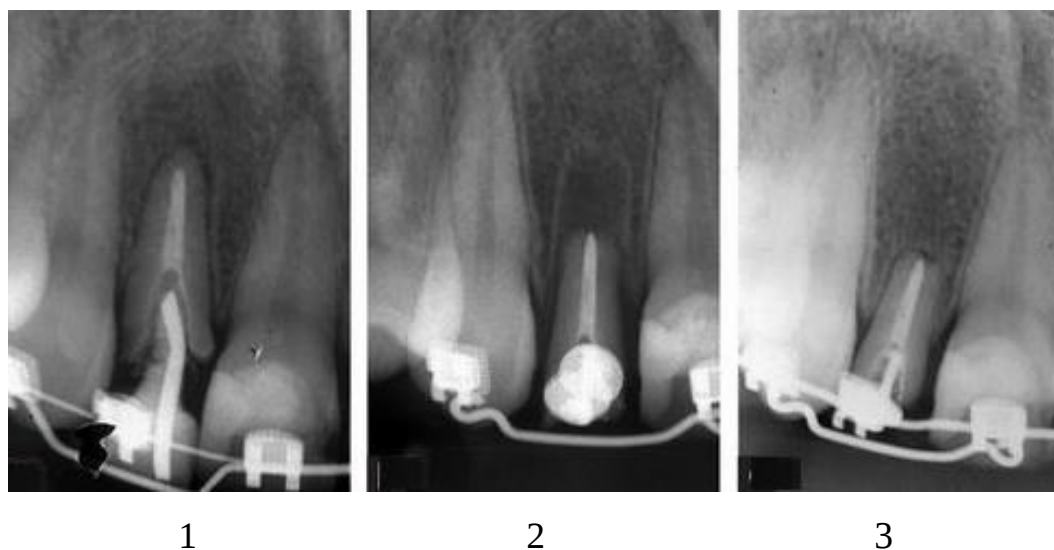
Рентгенологічна картина екструзії 21 зуба:
